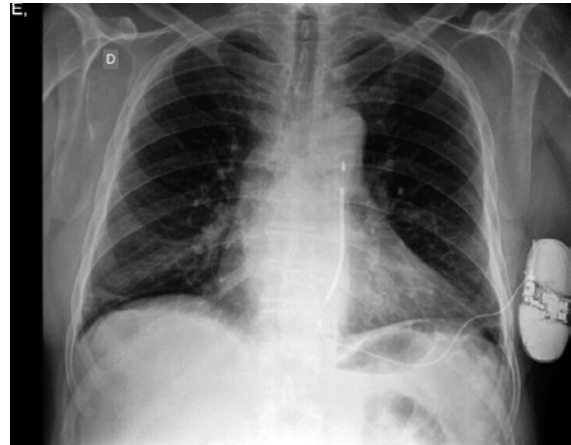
Radiografia póstero-anterior de tórax demonstrando gerador de cardioversor-desfibrilador implantável posicionado em loja confeccionada entre o 5^a e 6^a espaços intercostais esquerdos e cabo-eletrodo subcutâneo ao longo da linha paraesternal.
